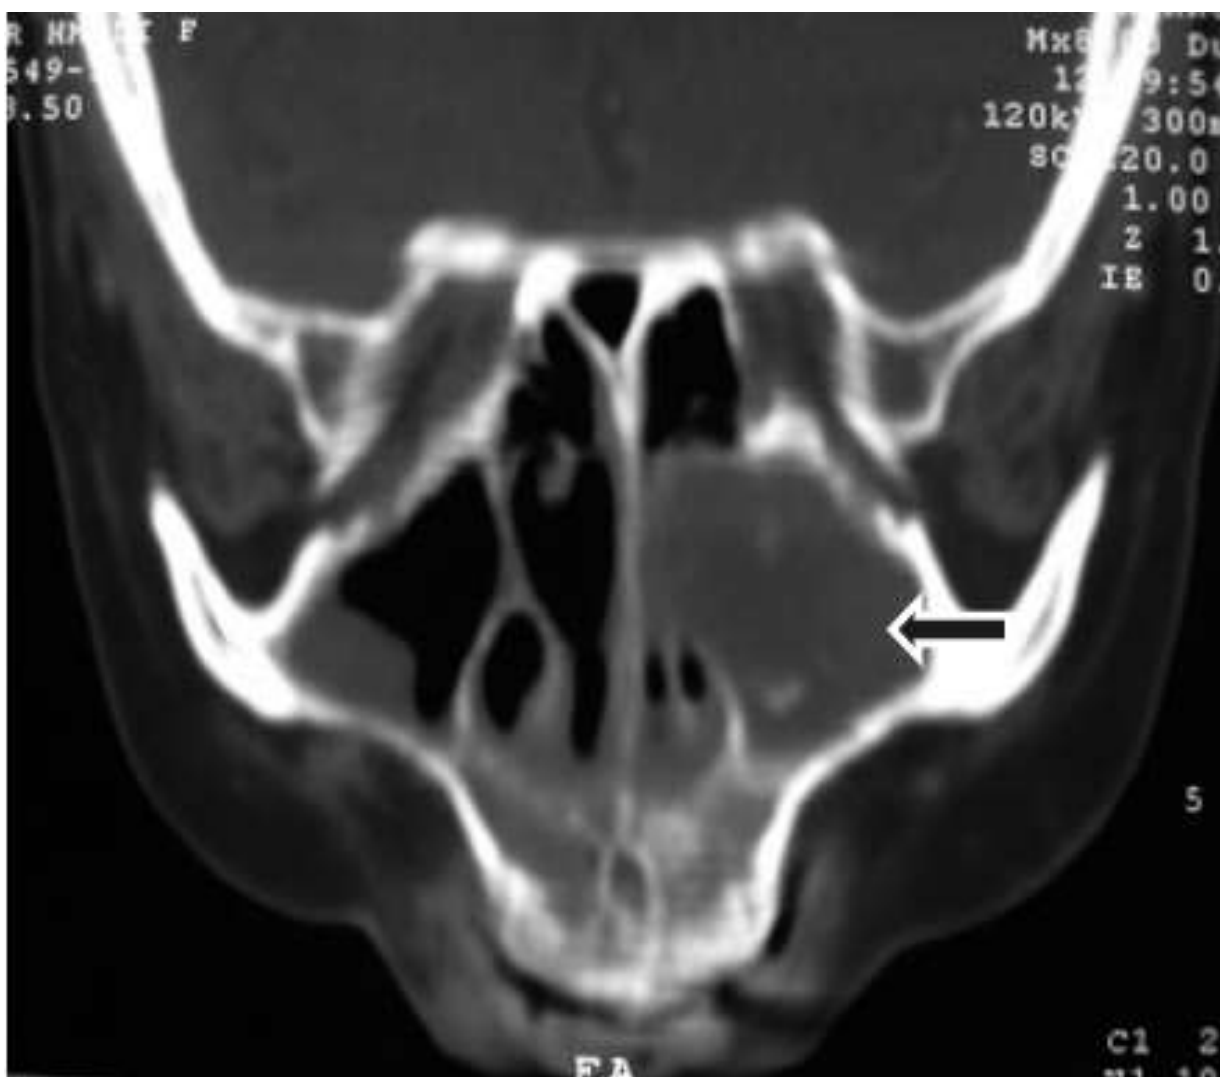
TDM en coupe coronale montrant le comblement du sinus maxillaire gauche avec extension a la fosse nasale controlatérale (service d'ORL HMMI Meknès)
